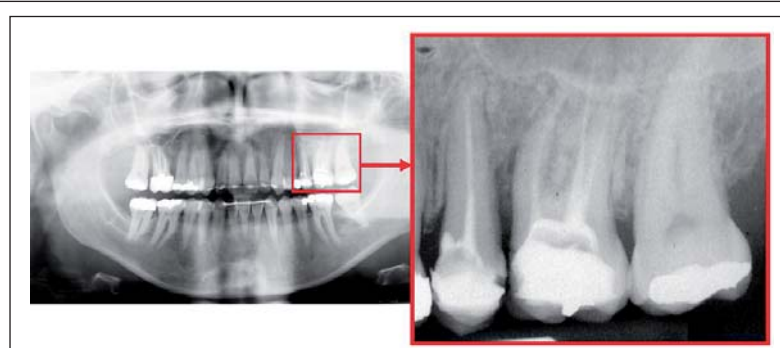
Die Röntgenaufnahme zeigt die Situation nach Abschluss der orthodontischen Behandlung. Die Augmentation wurde im Rahmen der parodontologischen Behandlung und vor der kieferorthopädischen Behandlung durchgeführt.
